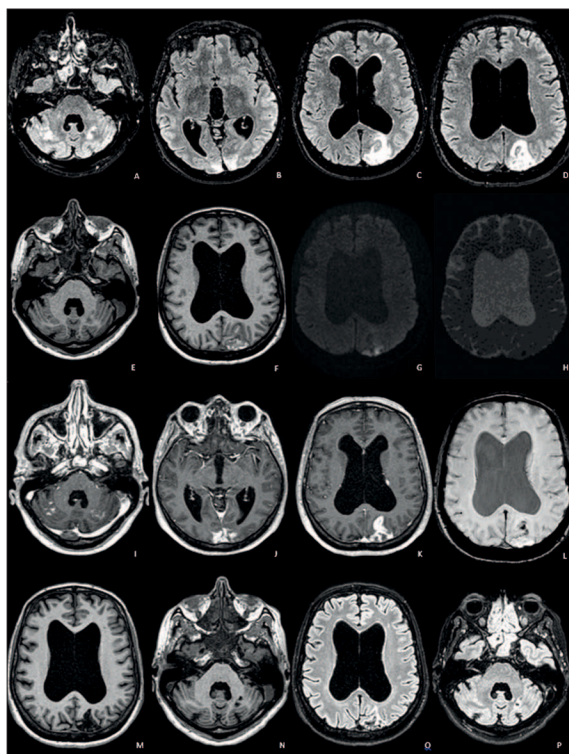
A RM encefálica da admissão mostra zonas de hipersinal T2/FLAIR em topografia cerebelosa e occipital bilateral e parietal posterior esquerda (A-D), com sinal predominantemente hipointenso em T1 (E-F). Em DWI têm predominantemente hipossinal, compatível com edema vasogênico, havendo áreas de hipersinal traduzindo edema citotóxico (G-H). As lesões apresentam reforço homogêneo com Gd (I-K). Na lesão parieto-occipital destaca-se ainda hipossinal na sequência de susceptibilidade magnética traduzindo hemorragia intralesional (L). Após 9 meses persistem lesões hipointensas em T1 e T2/FLAIR com halo hiperintenso em T2/FLAIR, sequelares (M-P).
